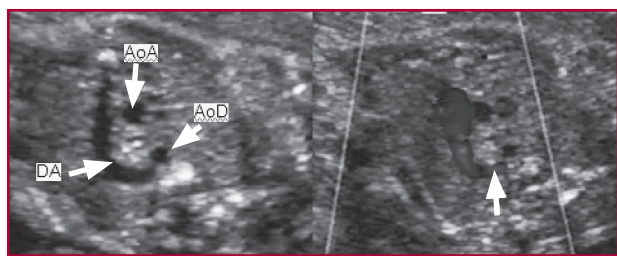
Vista de los tres vasos y el ductus. Arteria aorta (AoA) ligeramente más separada que lo habitual de la arteria pulmonar. Arteria aorta descendente (AoD) algo más anterior y a la derecha de su posición normal. Ductus arterioso (DA) en posición izquierda. Al utilizar el Doppler color se apreció un flujo de sangre anterógrada en el ductus y un llenado retrógrado desde éste hacia la aorta descendente (señalado).
